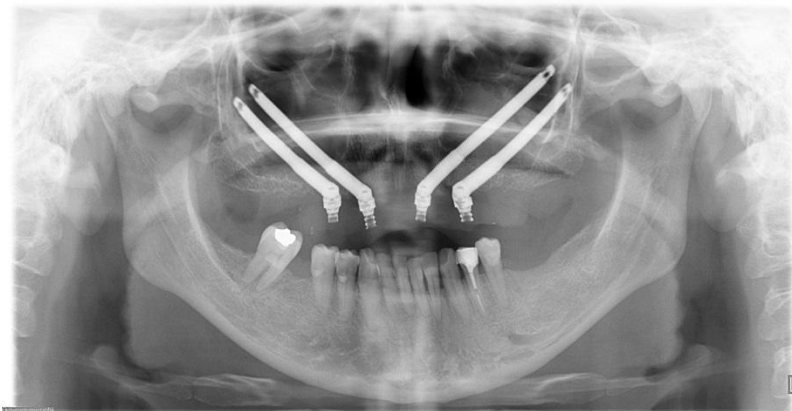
Radiografía de la colocación de 4 implantes cigomáticos debido a la ausencia de hueso en la parte anterior
